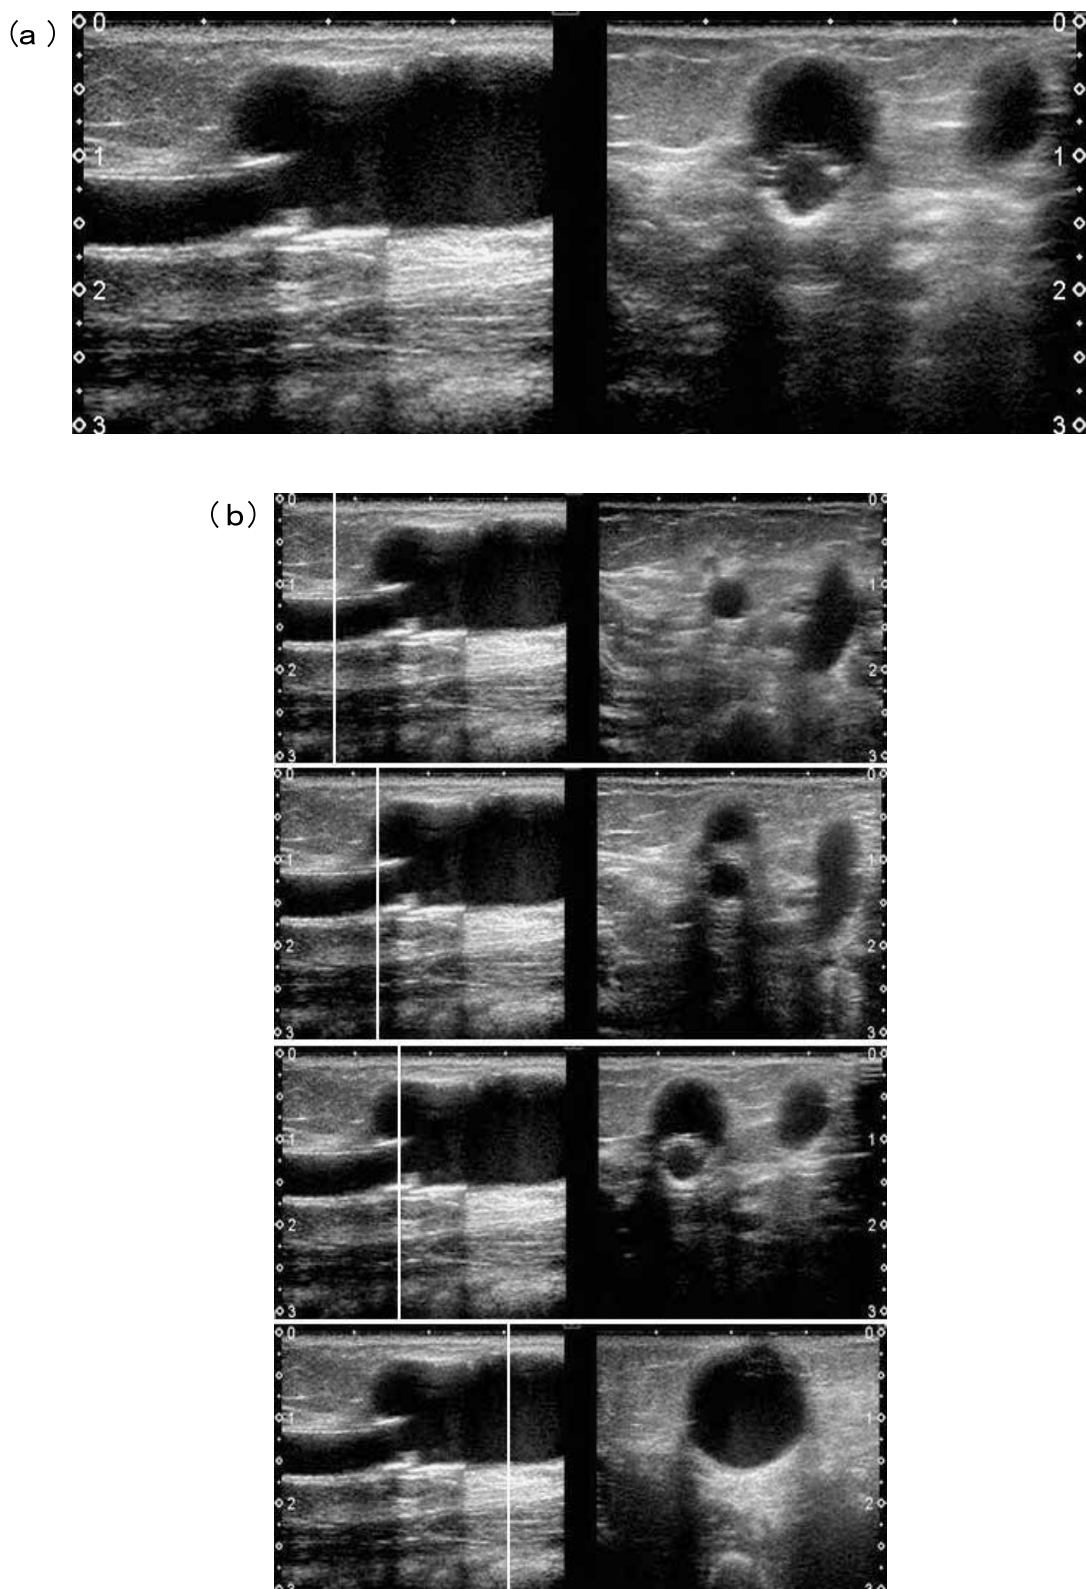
上腕静脈内留置ステントの位置と状態を観察した症例4のVA超音波断層像
